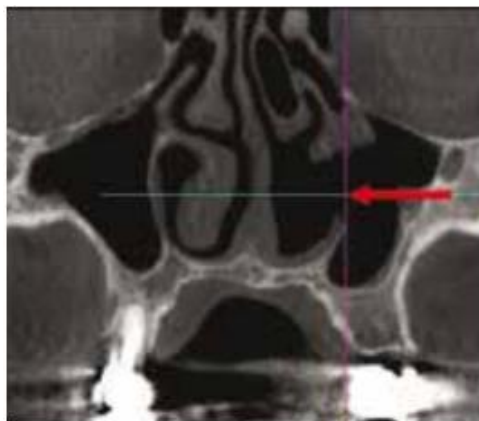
Cliché Cone Beam après une méatotomie moyenne [59]
